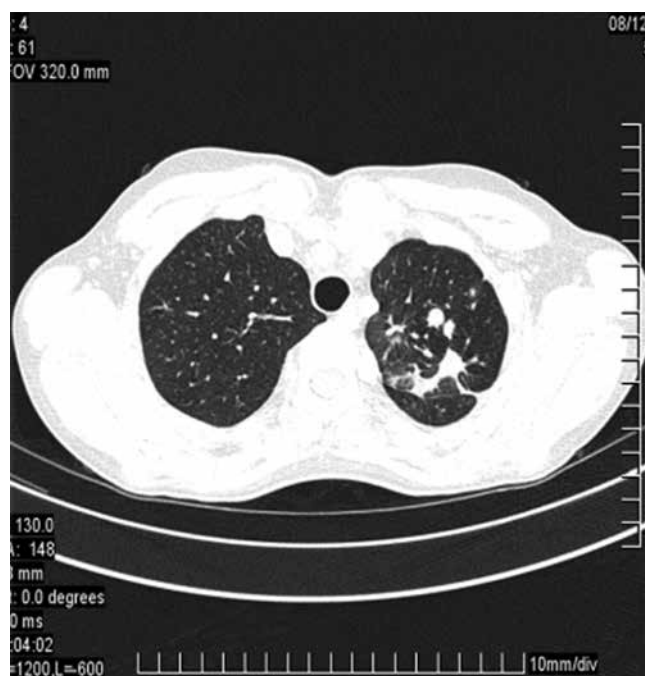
Пациентка Т. Аксиальные срезы КТ ОГК через 6 мес. лечения: в верхней доле левого легкого множественные туберкулемы
